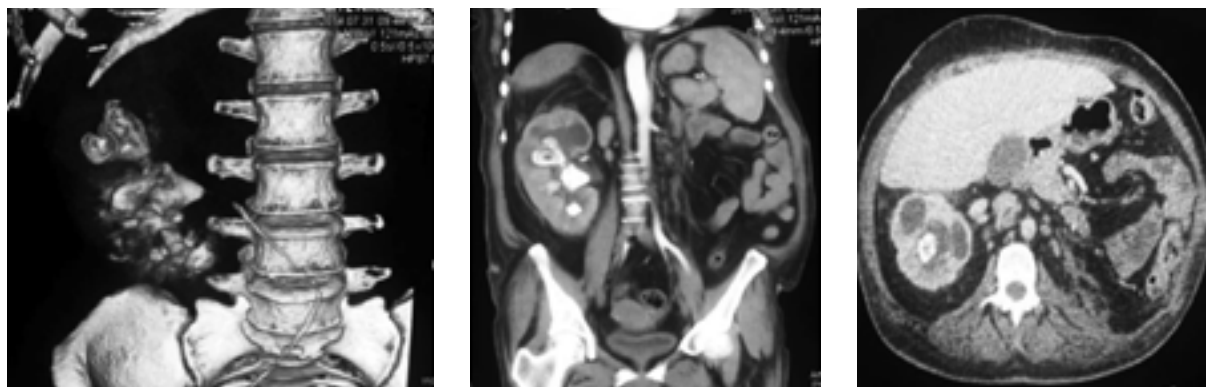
МСК томограмма. А – 3D-реконструкция. Б – фронтальный срез. В – аксиальный срез.
